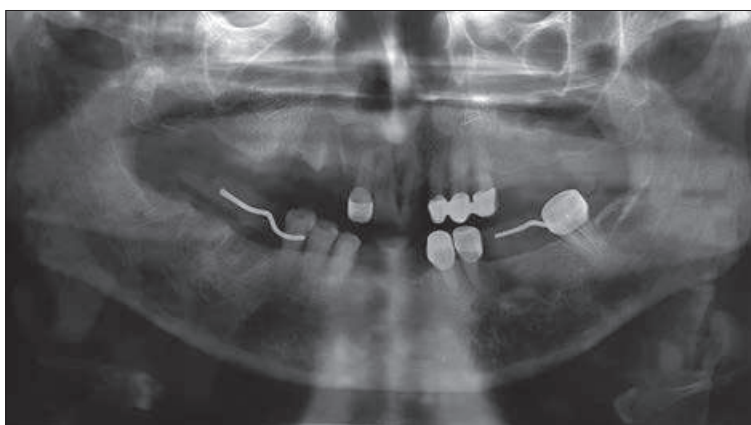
Ортопантомограмма. В проекции отсутствующего зуба 1.3 – "пустая" альвеола без признаков остеолитиза, наличие зоны деструкции костной ткани, бесструктурной, распространяющейся на корень зуба 1.2
